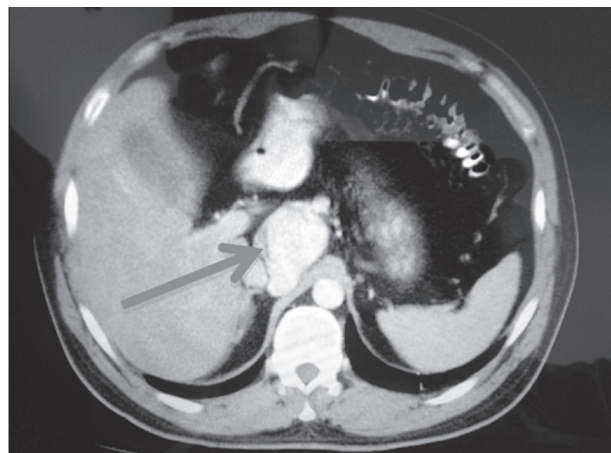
TAC abdominal contrastada. Se observa una masa retroperitoneal en contacto con la arteria hepática
